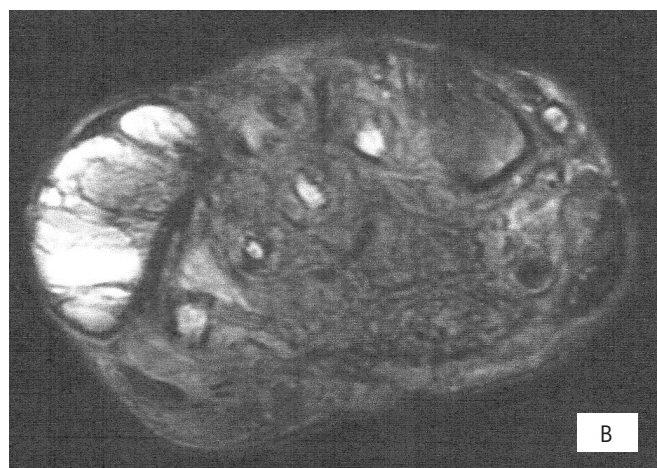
RMN do pé direito, mostrando formação multiloculada de parede espessa com septos internos, infiltração muscular e lesões ósseas (A), com realce após contraste (B).
